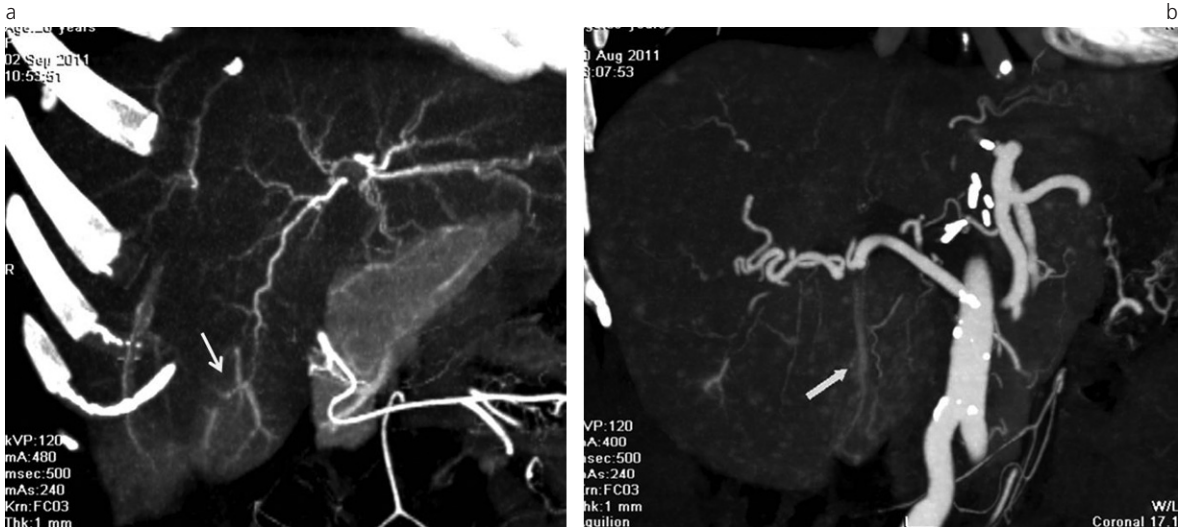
(a) Corte coronal de angio-TC de una paciente mujer de 27 años con diagnóstico de THH. Se observa una fistula arteriovenosa asociada a un área de trastorno de la perfusión en el segmento IVb (flecha). (b) Corte coronal de angio-TC de una paciente de 60 años con diagnóstico de THH. Se evidencia un realce precoz tenue en el tiempo arterial de la rama suprahepática para el segmento IVb, lo que traduce la presencia de una fistula/microfistulas A-V (flecha).
